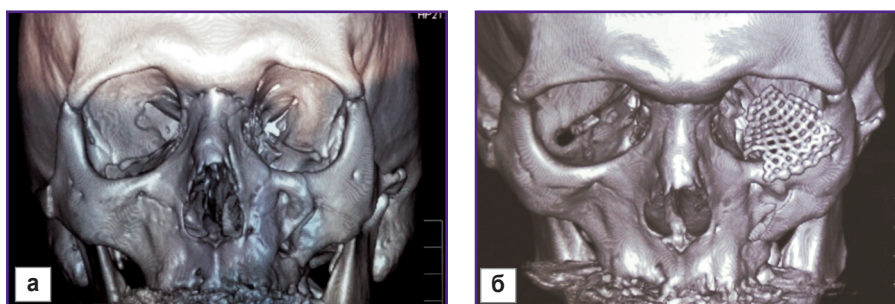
Пациент К. 3D КТ-реконструкция черепа:
